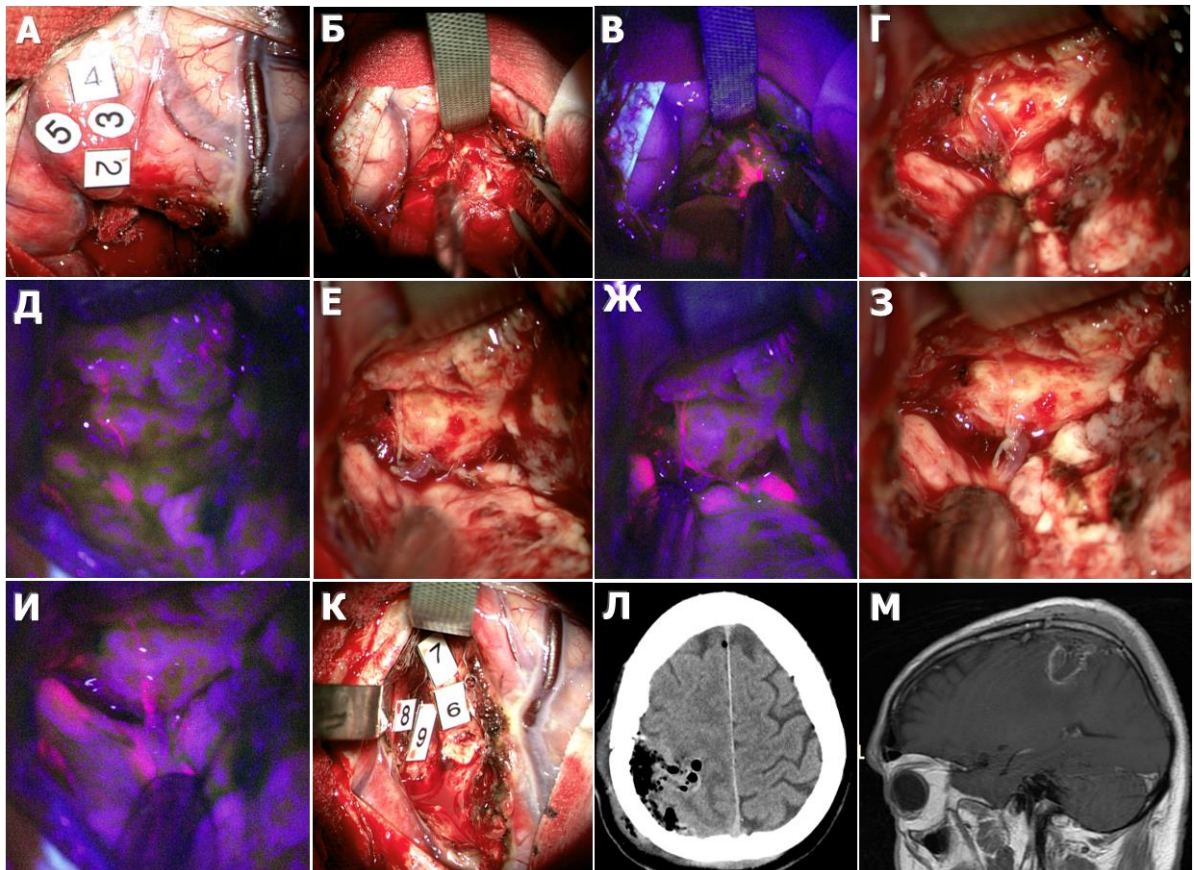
М., 55 лет, клиническое наблюдение 31 (продолжение). Этапы удаления опухоли, вид в белом и флуоресцентном режимах (предыдущий пациент). Хорошо визуализируется «интактная» в белом свете ткань мозга, ярко светящаяся при флуоресценции. Также показано свечение опухолевого сосуда в ране. А – картирование коры, обозначены зоны моторных ответов, Б – этап удаления опухоли, вид в белом свете; В – этап удаления опухоли, вид во флуоресцентном режиме, яркое свечение; Г – конечный этап удаления опухолевого узла, вид в белом свете; Д, Ж - конечный этап удаления опухолевого узла, вид во флуоресцентном режиме; З – вид операционной раны перед этапом гемостаза, И – остаточная флуоресценция в зоне опухолевого отека, К – зоны моторных ответов в ложе, волокна пирамидного тракта, Л – СКТ после операции, аксиальный срез, М – МРТ после операции, T2 режим с контрастированием, сагиттальный срез.
